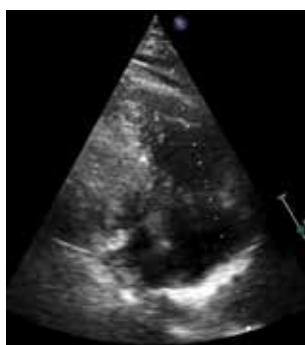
Transthoracic echocardiography revealing mobile tissue extending from the right atrium to right ventricle.
